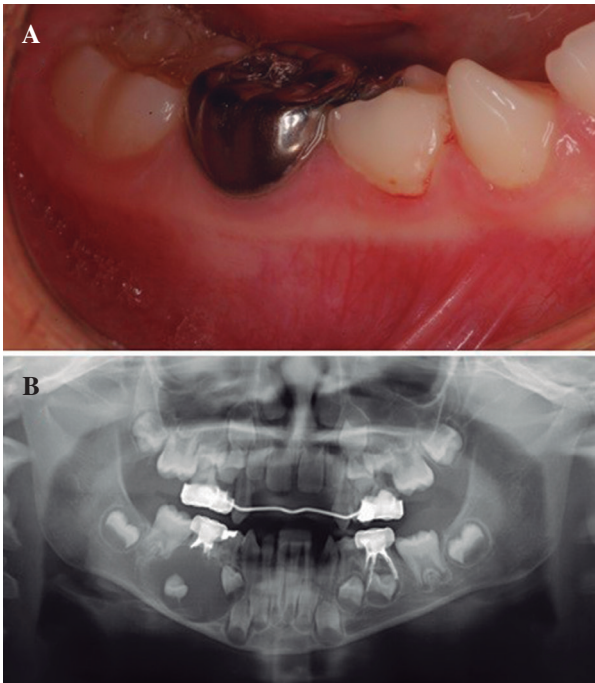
A. The clinical examination did not reveal any symptoms. B. Radiographically there was an extensive radiolucent lesion.
